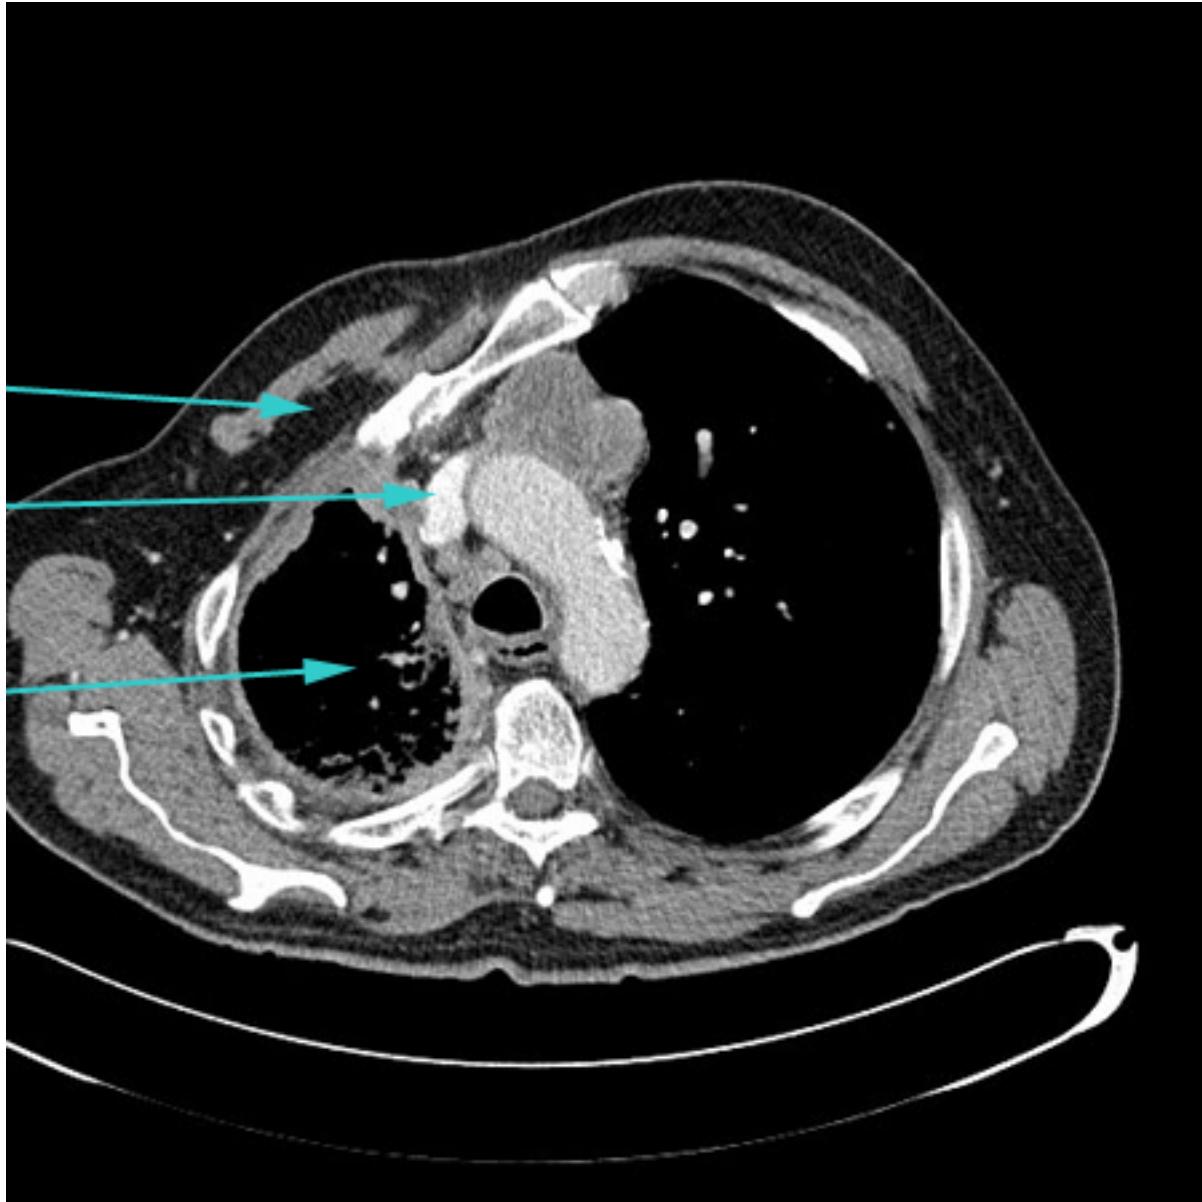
Tomografia computadorizada (TC) mostrando espessamento circumferencial pleural do lado direito com perda de volume significativa devido ao mesotelioma
